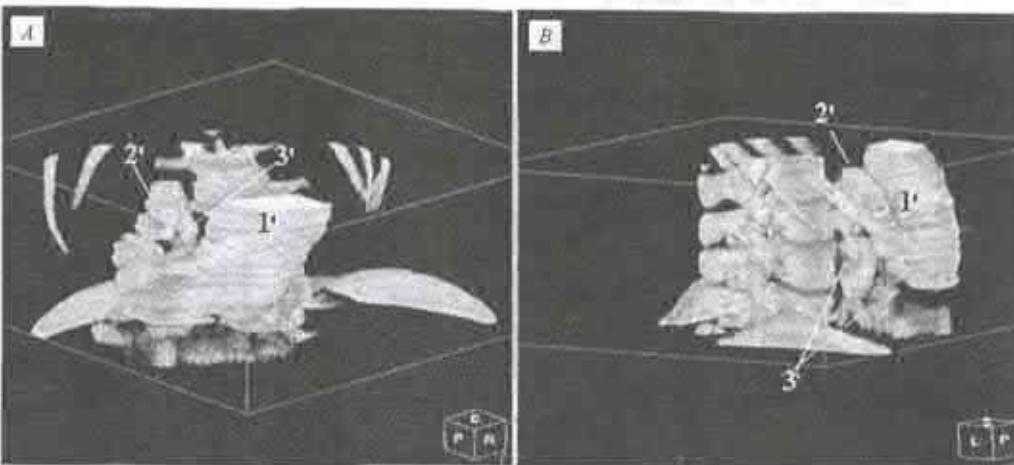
Tomografie computerizată. Imagine multiplanaрă tridimensională a duodenului reconstruită (caz clinic propriu). Malrotație duodenală. D₁ situată pe linia mediană. Unghiu D₂–D₃, D₃ situată caudal de L₁. 1 – stomac; 2 – D₁; 3 – D₂.
